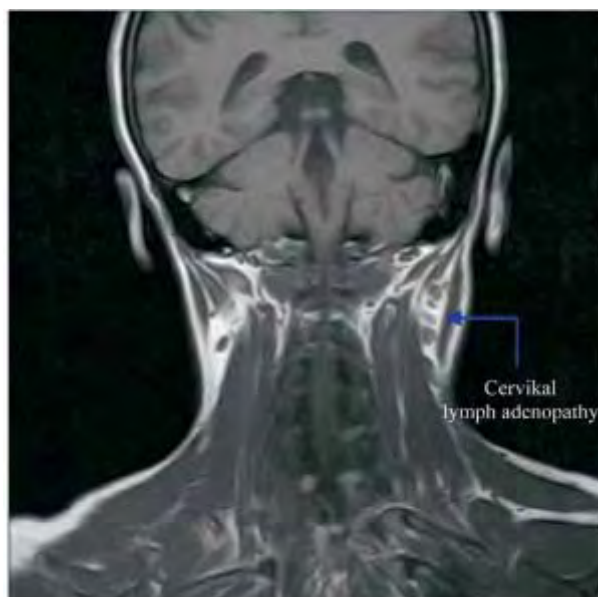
MRI of the patient.
